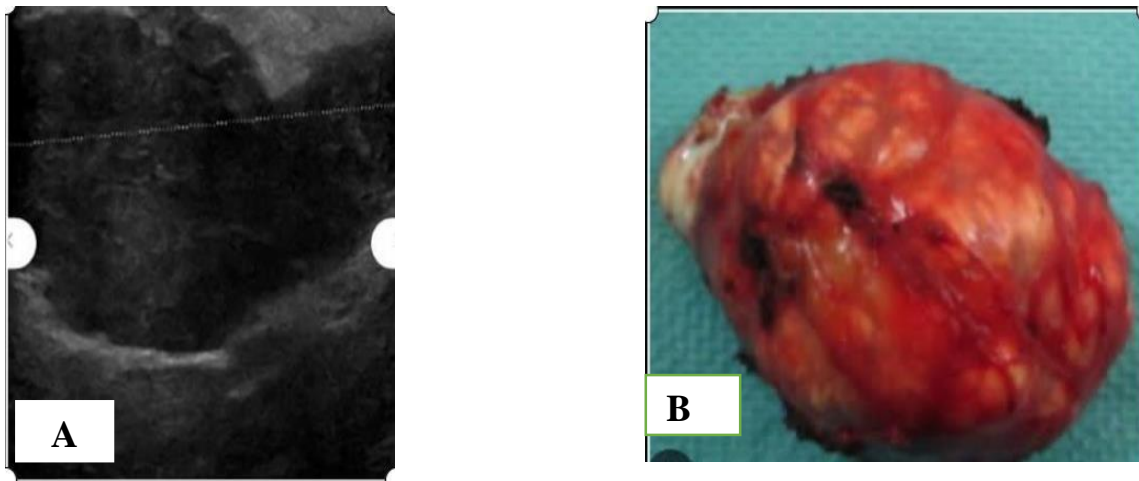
A : image échographique B : aspect macroscopique d'un adénome lactant
